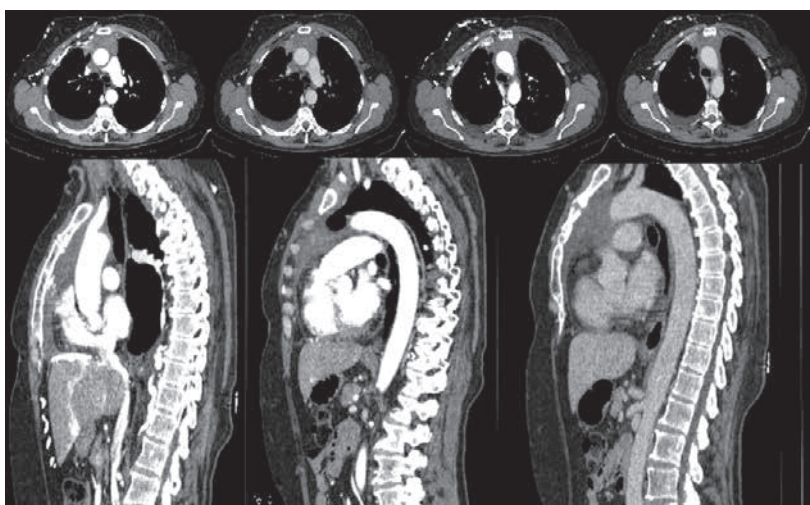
Контрольная МСКТ: после 18 циклов стойко сохраняющийся ответ на лечение
